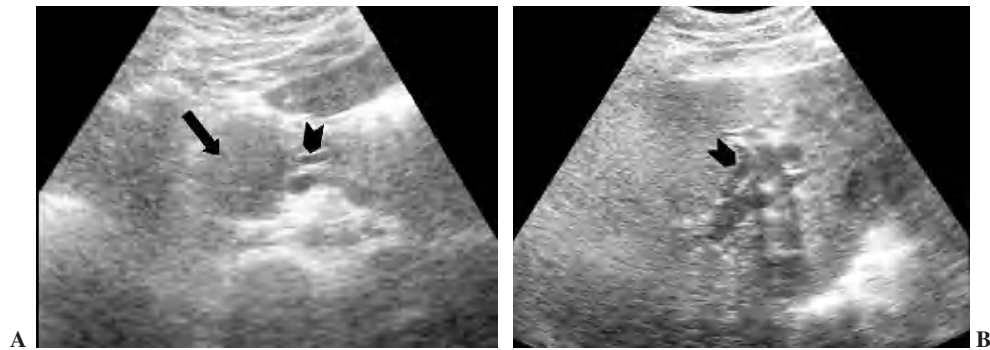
Ecografía. (A) Muestra una masa hipoeoica en la cabeza pancreática (flecha) y dilatación del conducto pancreático (cabeza de flecha). (B) Se observa dilatación de la vía biliar intrahepática (cabeza de flecha).
